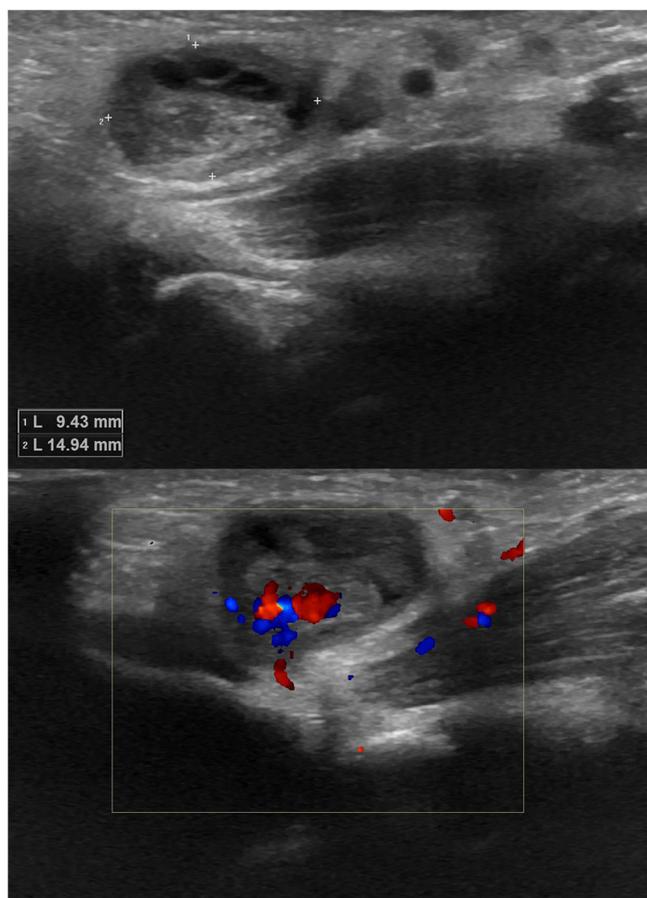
A. Ecografía inguinal. Se identifica una imagen hipocóica de 9×14 mm con áreas hipocóicas milimétricas dentro del saco herniario. B. Estudio Doppler de la lesión que excluye la presencia de afectación vascular.
